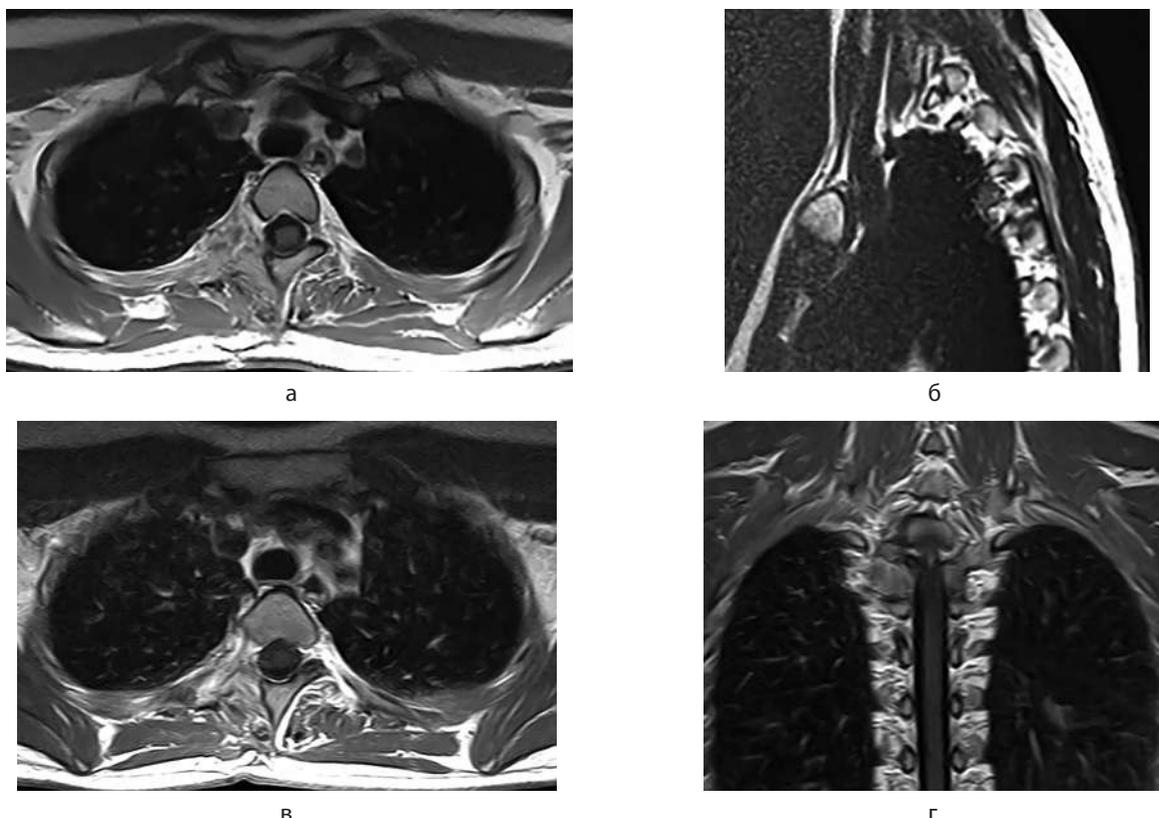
Пациентка С., МРТ-граммы с контрастным усилением грудного отдела позвоночника через 6 месяцев (а, б) и 12 месяцев (в, г) после операции. Остаточная часть опухоли отсутствует, верхушка правого лёгкого расправлена
